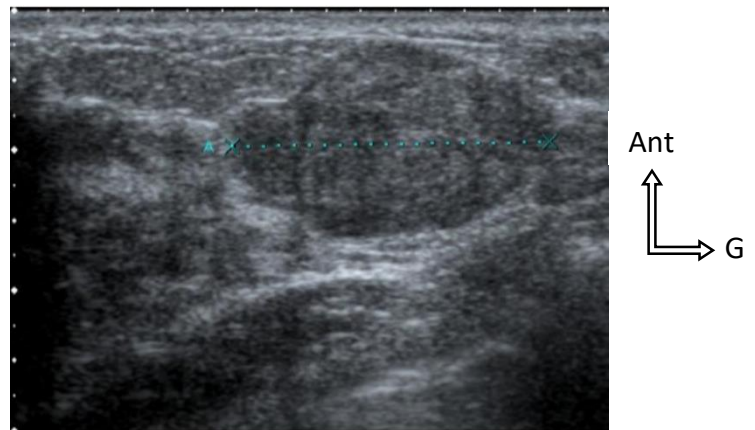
Image échographique (coupe axiale) d'un adénofibrome [39]
